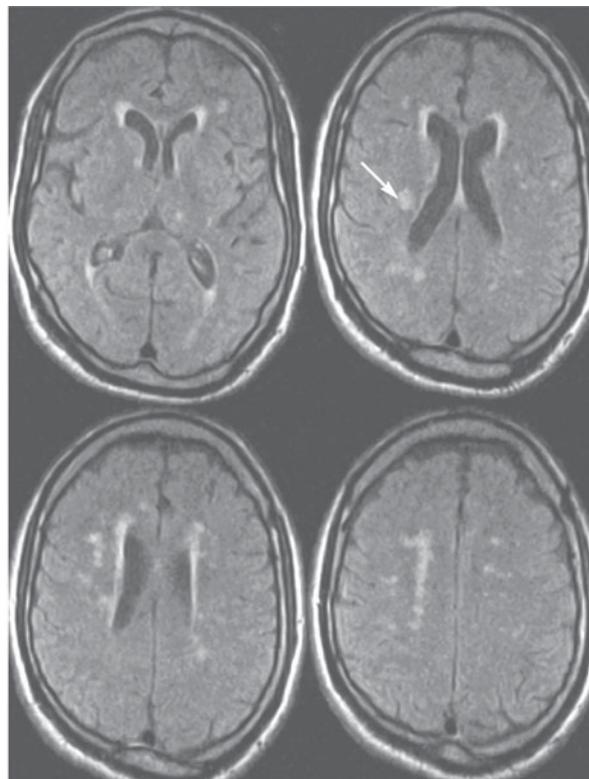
Resonancia magnética, técnica FLAIR. Paciente con enfermedad isquémica de vasos pequeños. Infartos lacunares, marcado con flecha el infarto sintomático. Existe también leucoaraiosis.
